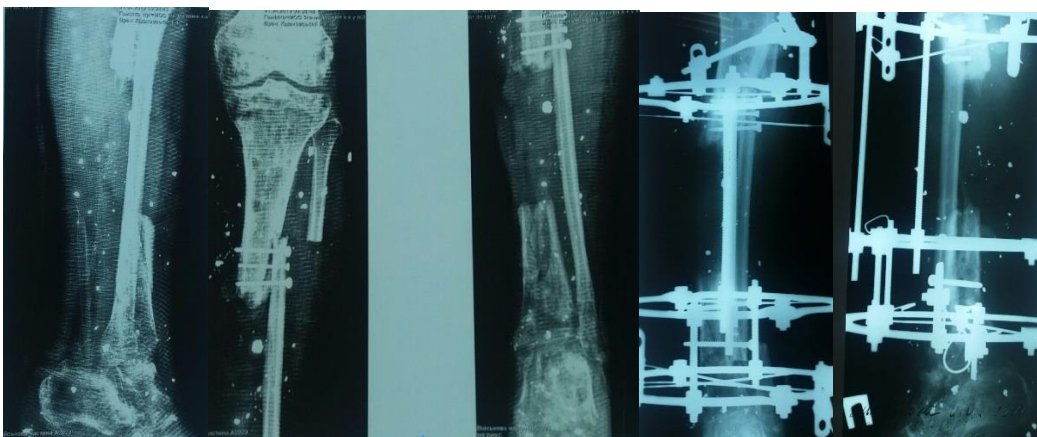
Рентгенограми і зовнішній вигляд етапів хірургічної реконструкції та етапів переміщення малогомілкової кістки у позицію дефекту великогомілкової кістки.
